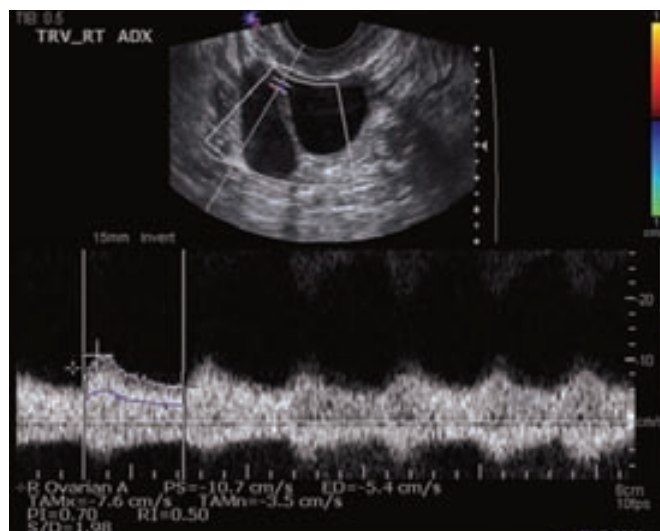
El estudio Doppler transvaginal de los vasos de una masa ovárica revelan disminución de impedancia. (Por cortesía de la Dra. Diane Twickler.)
